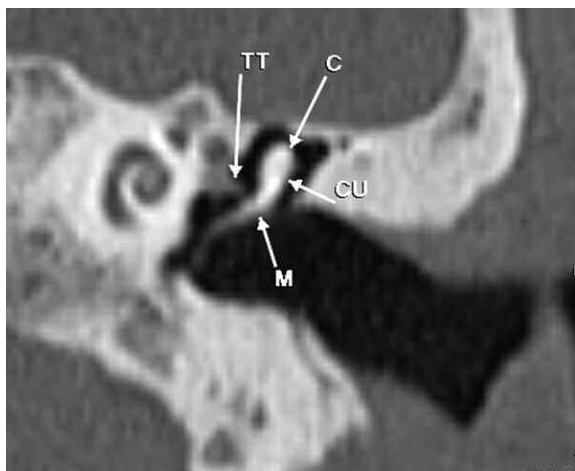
TC con Reconstrucción Multiplanar (RMP) coronal doble oblicua del martillo muestra la cabeza del martillo (C), el manubrio (M) y el cuello (CU). También se visualiza el tensor del tímpano (TT).
